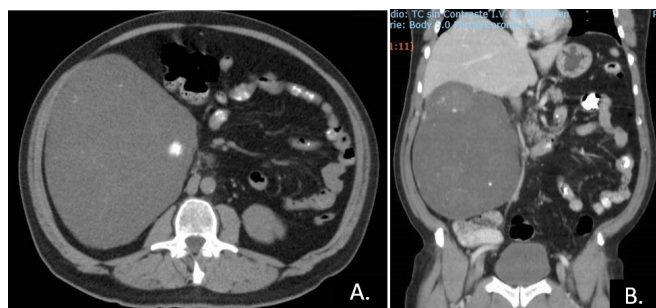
Tomografía axial computarizada (TC) abdominal. A. Corte sagital. B. Corte coronal.
